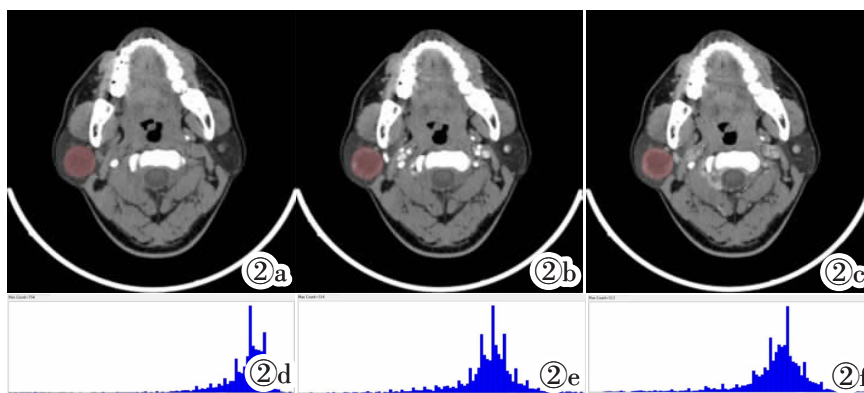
女,53 岁,右侧腮腺 BCA。图 2a:轴位勾画 ROI 平扫 CT 图像;图 2b:轴位勾画 ROI 动脉期 CT 图像;图 2c:轴位勾画 ROI 静脉期 CT 图像;图 2d:平扫 CT 图像 ROI 生成的直方图;图 2e:动脉期 CT 图像 ROI 生成的直方图;图 2f:静脉期 CT 图像 ROI 生成的直方图。
